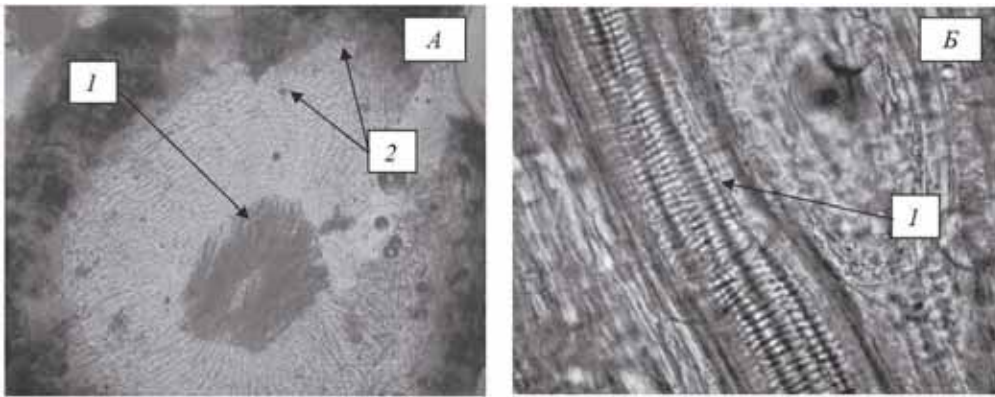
Фрагмент анатомічної будови бічного кореня підлісника європейського: А – поперечний зріз; Б – повздовжній зріз; 1 – судини; 2 – друзи кальцію оксалату
